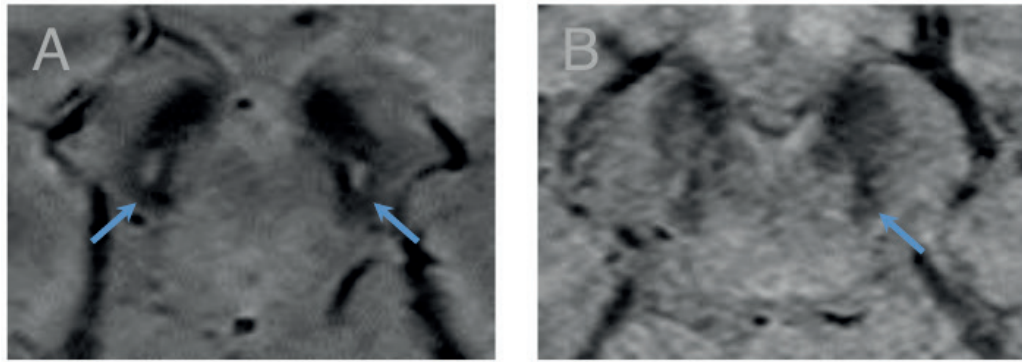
RM seqüência SWI axial para estudo de nigrossomo
